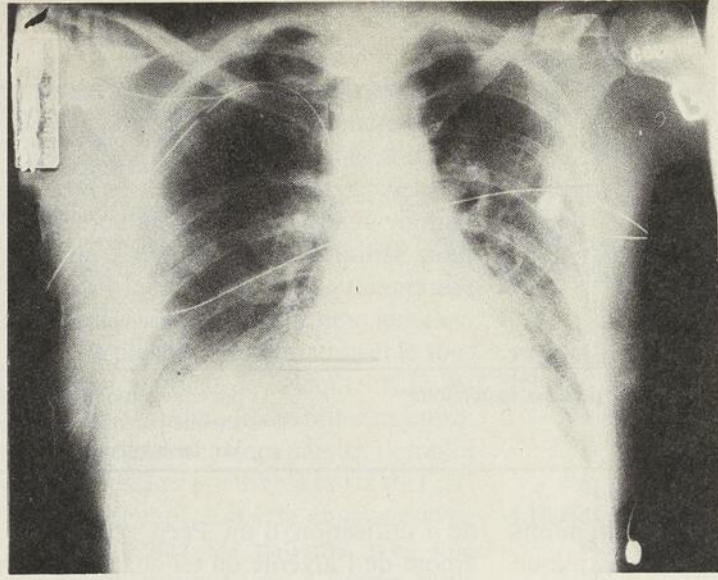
Radiographie pulmonaire d'une patiente avec une atteinte parenchymateuse diffuse et bilatérale suite à un traumatisme.
